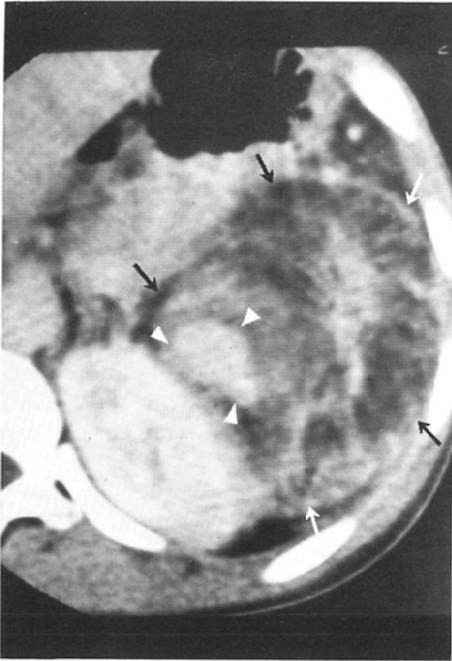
Post-contrast CT scan of the left kidney. Exophytic large fatty mass (arrows) anterolaterally in the left kidney. High density area (arrow heads) in the mass is correspondent to aneurysmal dilatation.
